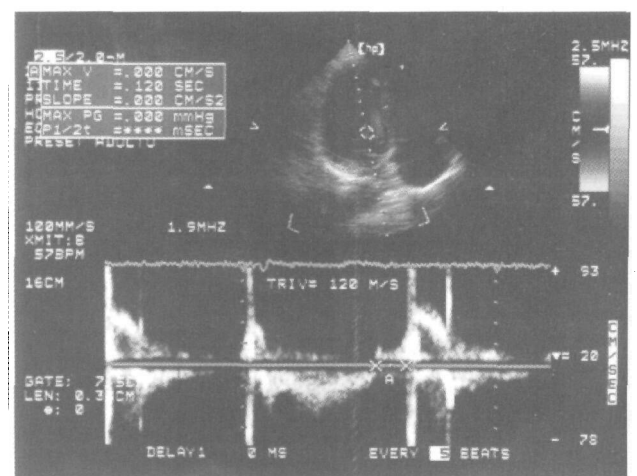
Ecodopplercardiograma espectral dos fluxos de via de entrada e de via de saída do ventrículo esquerdo, mostrando em (A) os pontos de fechamento da valva aórtica e de abertura da valva mitral de indivíduo obeso "sadio", correspondendo à medida do tempo de relaxamento isovolumétrico (TRIV) do ventrículo esquerdo, que no presente caso foi de 120 mseg.
